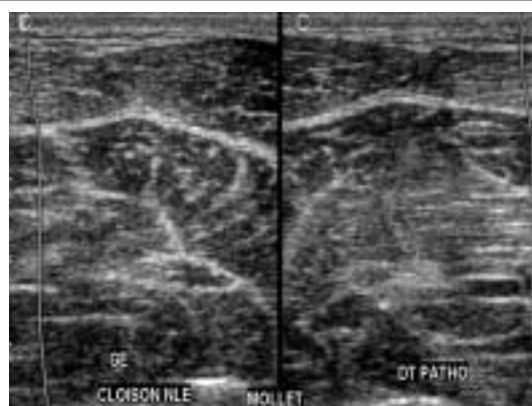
Imagen de elongación en la ecografía. Cortes axiales comparativos de la pantorrilla. Desaparición del lado izquierdo de un tabique aponeurótico reemplazado por un tejido hiperecógeno correspondiente al edema.
